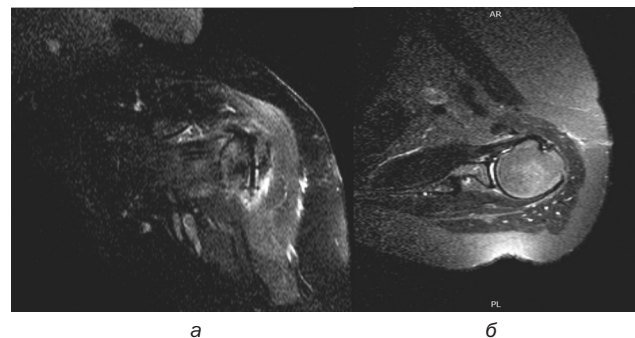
МРТ плечевого сустава пациента А. в сроке 8 недель: а – корональная проекция; б – аксиальная проекция
